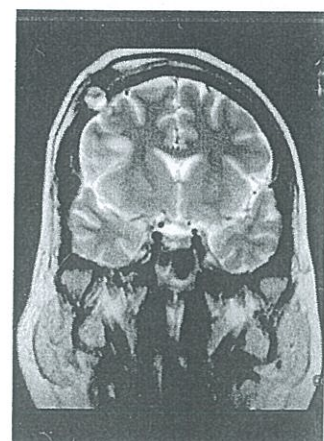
RMN de encéfalo secuencia T2 en la que se observa una nueva siembra en en sitio en donde se realizó la biopsia estereotáxica.
